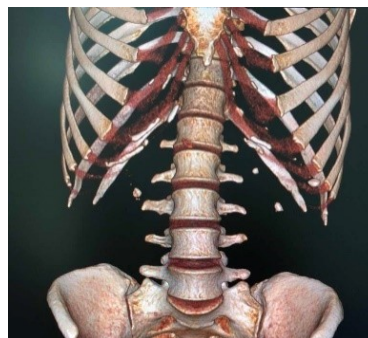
МСКТ брюшной полости с трехмерной реконструкцией у пациентки в дооперационном периоде
